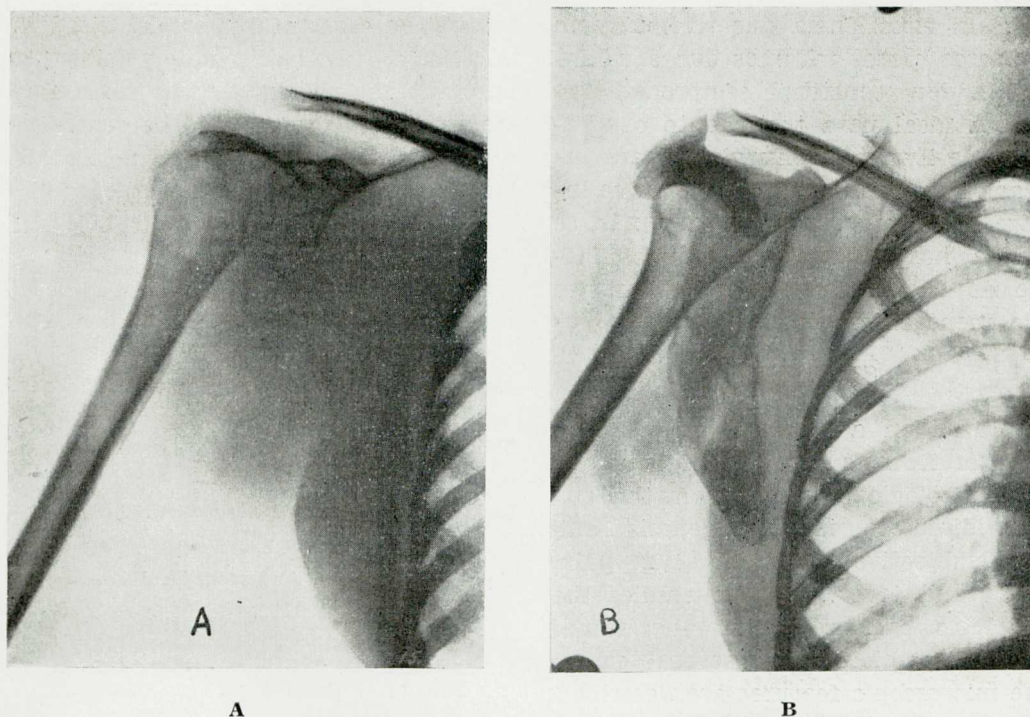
Mesmo caso da fig. 5 A — Antes do tratamento. Observa-se destruição quase total da omoplata. B — Desaparecimento completo do tumor com regeneração da omoplata, 10 meses após o término da roentgenerapia
